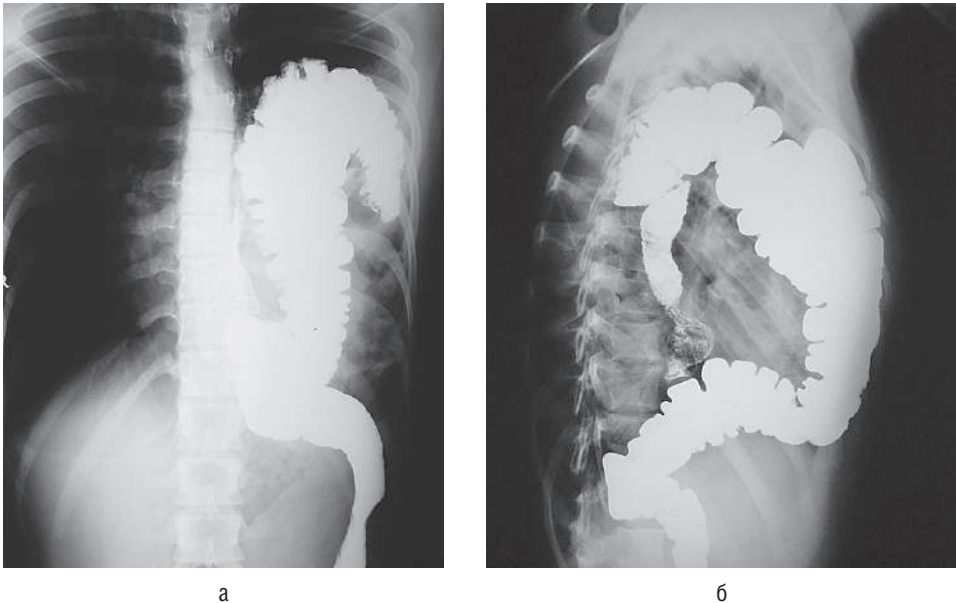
Грыжа левого купола диафрагмы. Рентгенограмма с контрастированием толстой кишки: а — в прямой проекции; б — в боковой проекции
